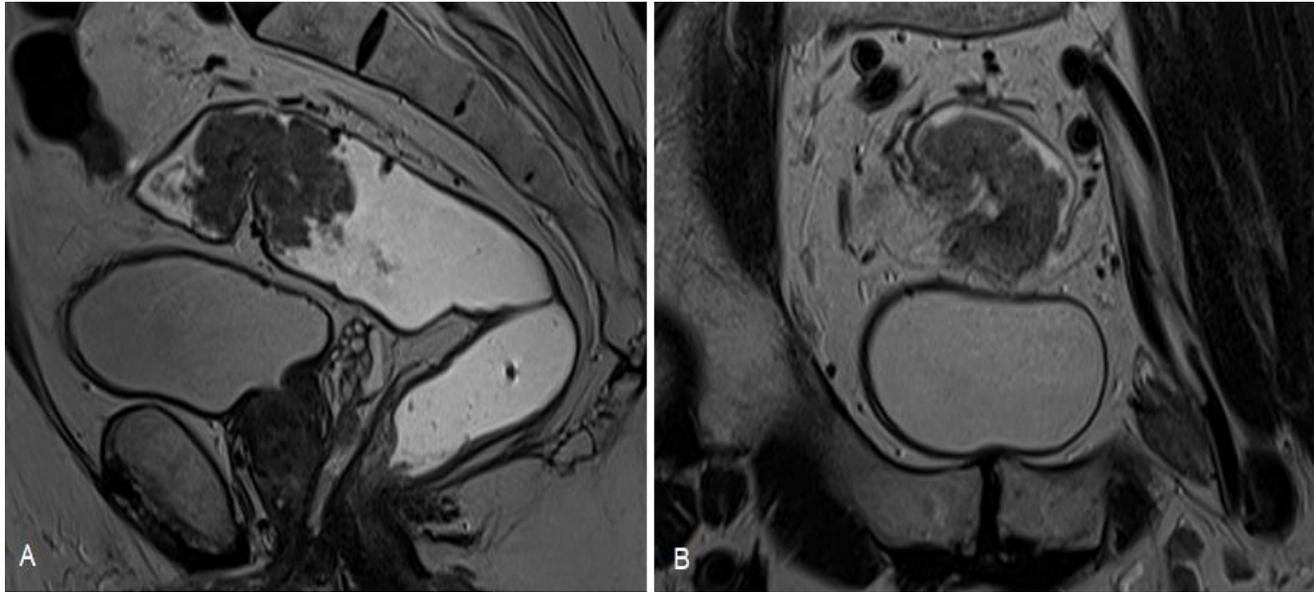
RM de pelvis en secuencias sagital T2 (A), axial T2.
